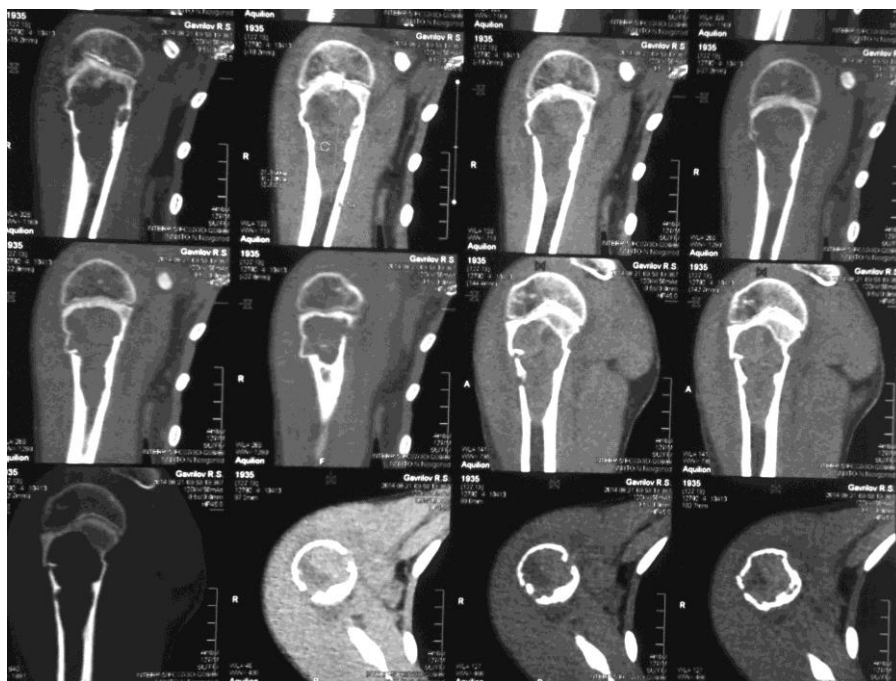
МСКТ правой плечевой кости.
